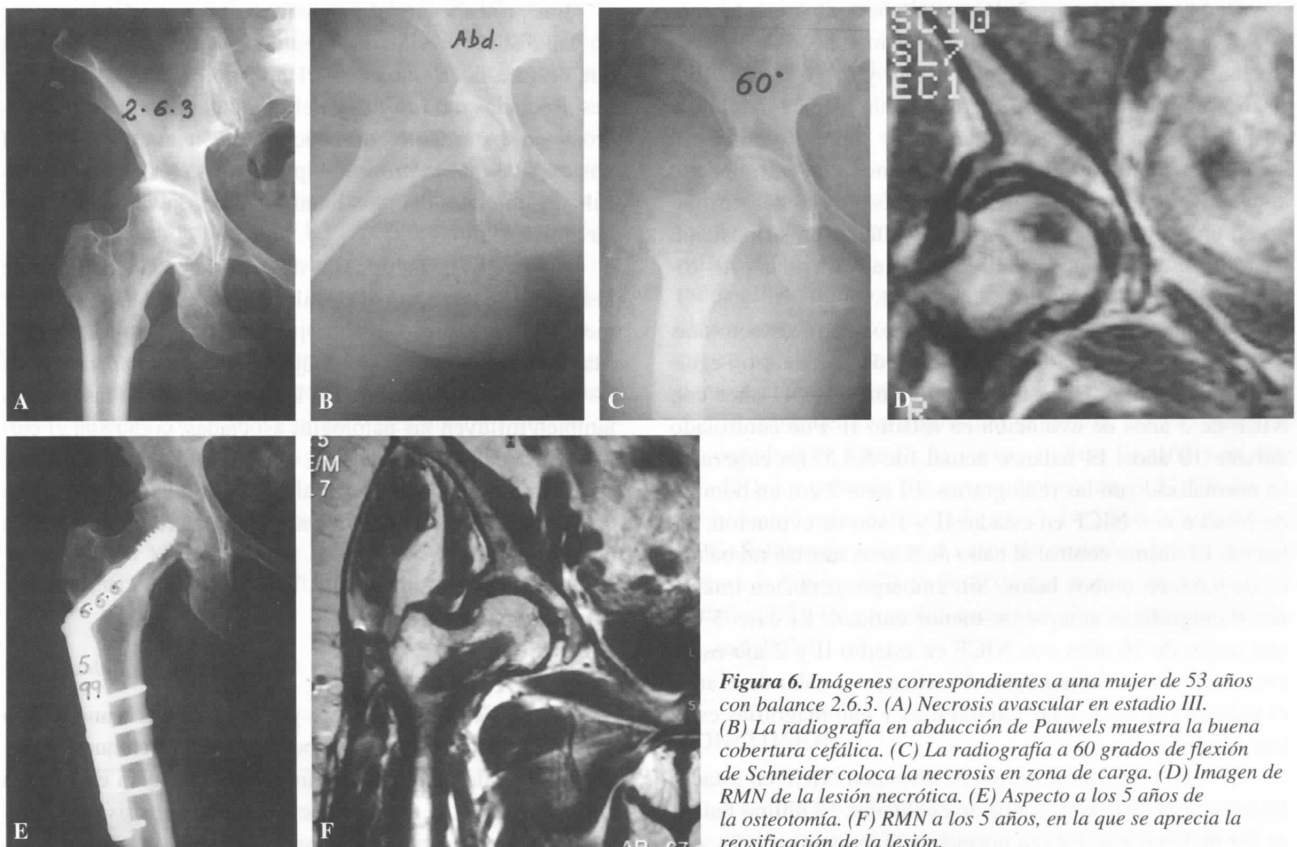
Imágenes correspondientes a una mujer de 53 años con balance 2.6.3. (A) Necrosis avascular en estadio III. (B) La radiografía en abducción de Pauwels muestra la buena cobertura cefálica. (C) La radiografía a 60 grados de flexión de Schneider coloca la necrosis en zona de carga. (D) Imagen de RMN de la lesión necrótica. (E) Aspecto a los 5 años de la osteotomía. (F) RMN a los 5 años, en la que se aprecia la reosificación de la lesión.
